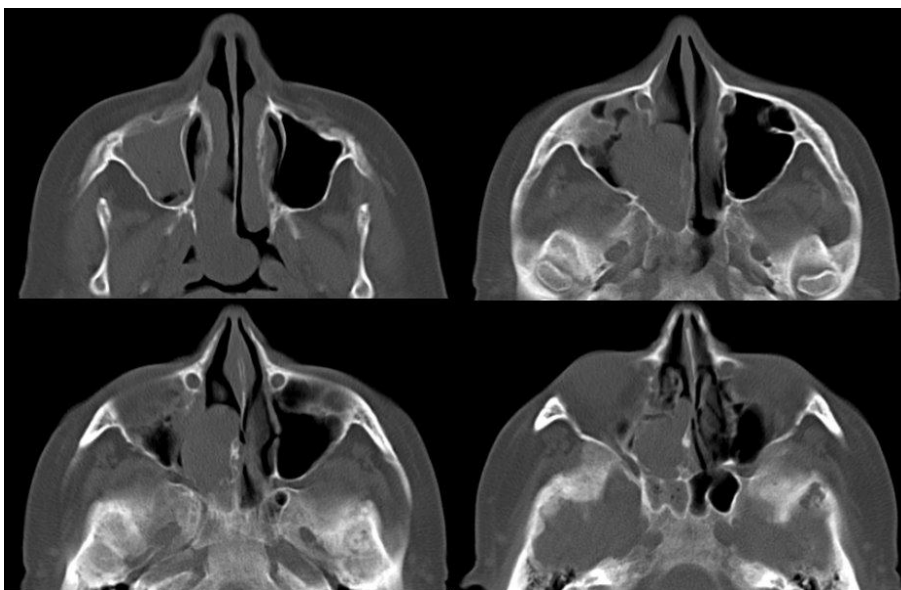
Мукоцеле правої верхньощелепної пазухи у хворої П., 63 років. Аксіальна СКТ.
